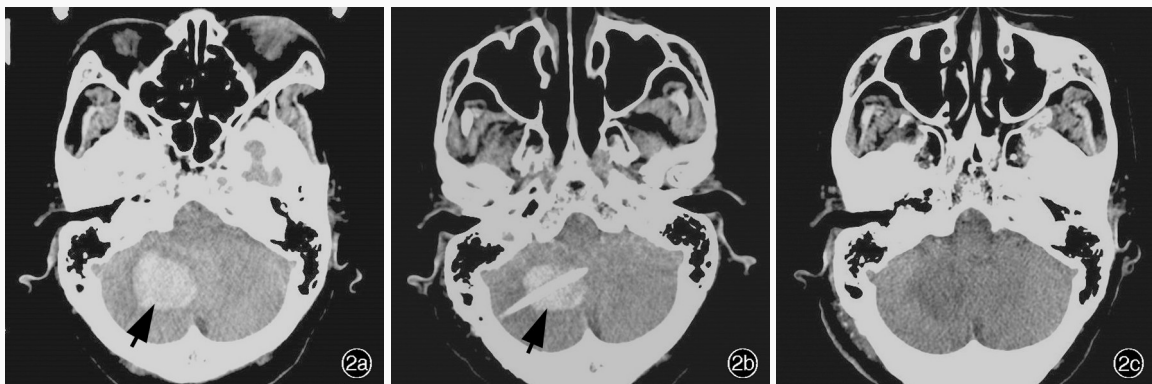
女性患者,73 岁。因突发头晕伴四肢无力 1 d 入院,入院时血压 160/103 mm Hg。临床诊断为高血压小脑出血,急诊行立体定向穿刺引流术,术后 2 d 出现消化道出血,经短暂禁食和奥美拉唑治疗后症状好转。出院后随访 6 个月,GOS 分级为 5 级。手术前后头部 CT 检查所见 2a 术前横断面 CT 显示右侧小脑出血(箭头所示) 2b 术后即刻复查 CT,术区可见引流管影,横断面扫描显示血肿量略有减少(箭头所示) 2c 术后 8 d 再次复查 CT,横断面扫描显示术区无占位征象
